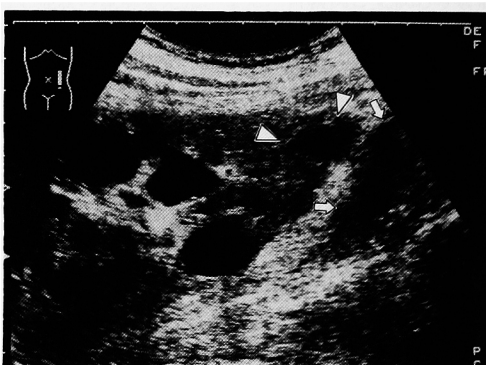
The ultrasonogram seven days after admission shows marked decrease in size of the cyst (Δ), and improvement of the swelling of the left psoas muscle (\uparrow).
